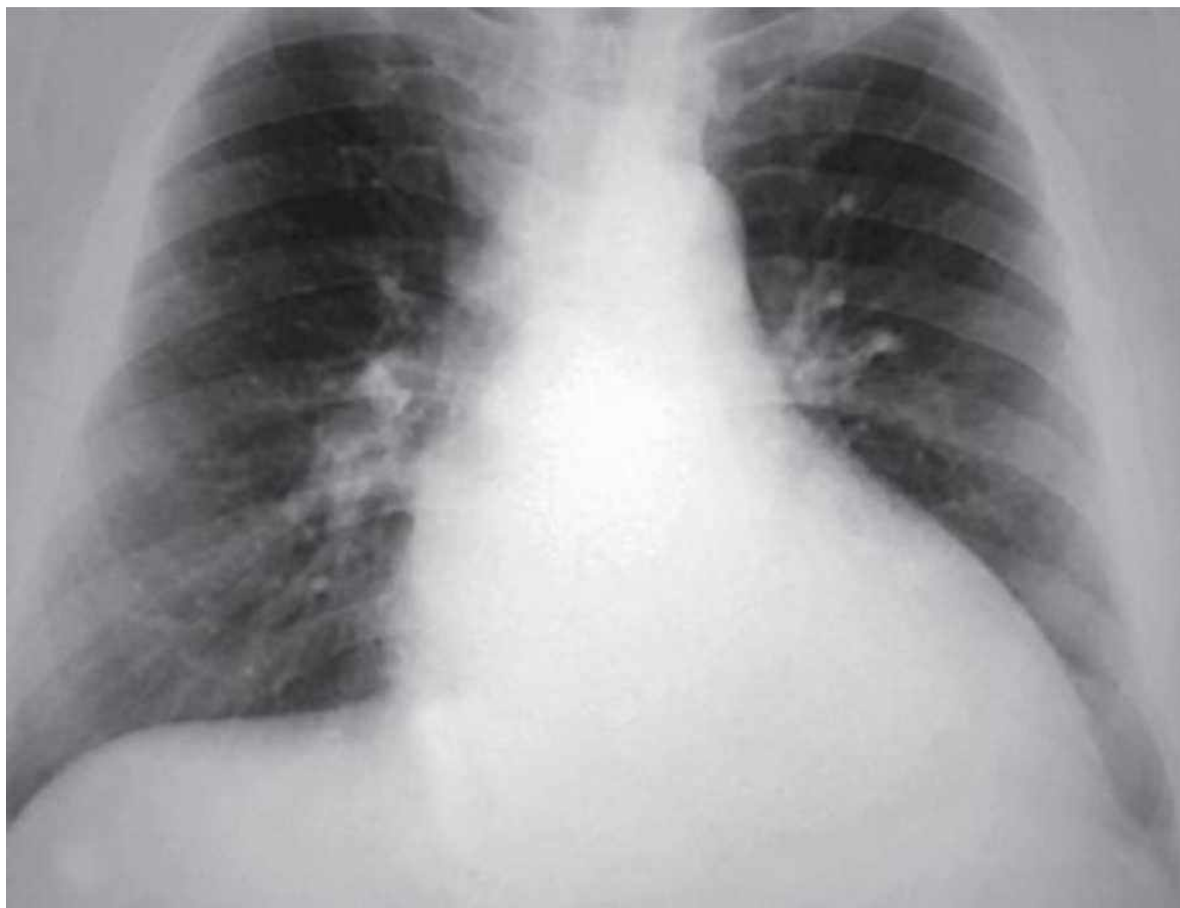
рентгенография ОГК при хронической сердечной недостаточности
